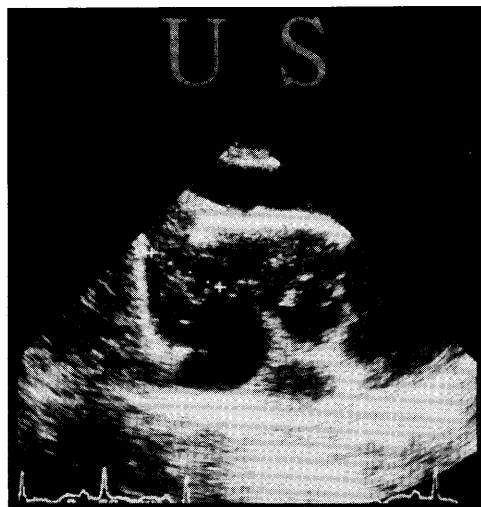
Ultrasonogram shows heterogenous and slightly hyperechoic mass
